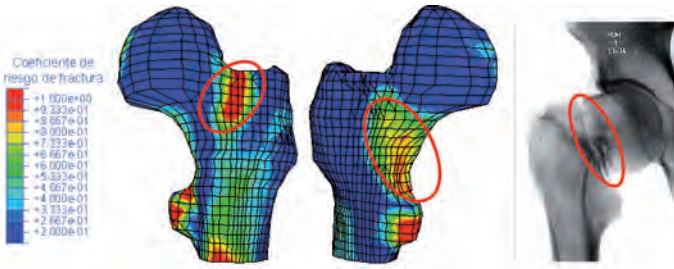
(a) Factor de riesgo de fractura; (b) Radiografía de una fractura
